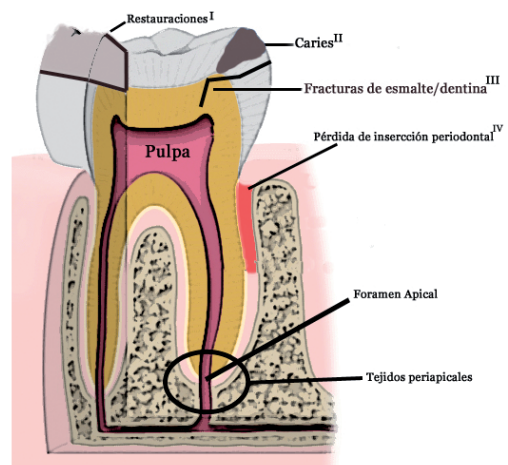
Localizaciones habituales de la invasión bacteriana de la dentina. Las bacterias procedentes de la cavidad oral colonizan (I, II, III y IV) y se extienden a través de la espacio pulpar, dando lugar a una enfermedad inflamatoria e infecciosa de los tejidos pulpares y periapicales.
